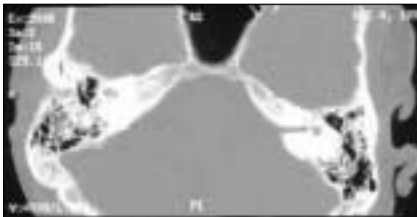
Pyramidenquerfraktur links bei demselben Patienten wie in Abb. 1a. Die Cochlea selbst läßt sich auf dieser Schicht nicht sicher hinsichtlich ihrer Binnenräume beurteilen. Daher besteht die Indikation zur MRT.
